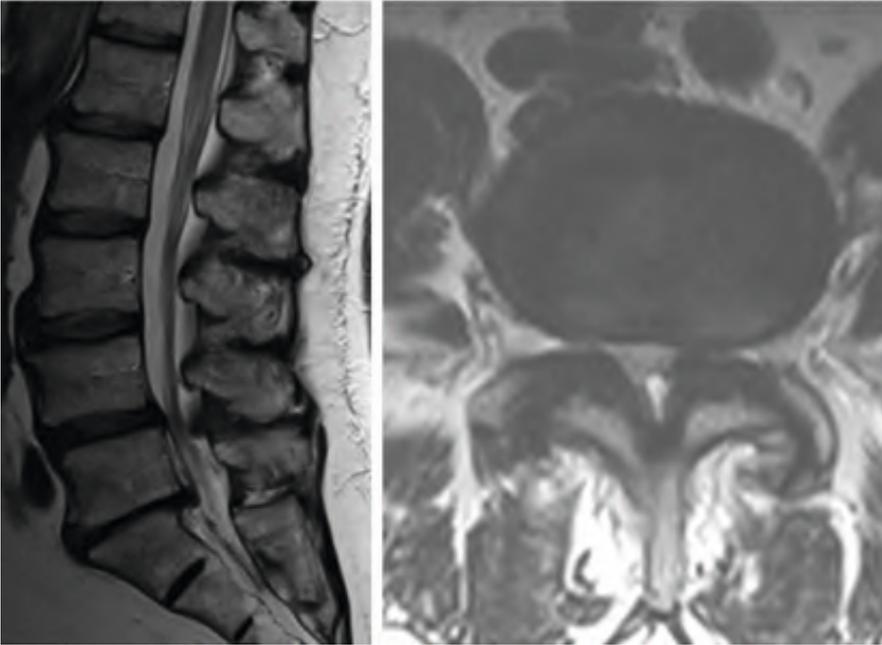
MRT-Schnittbildgebung bei einer absoluten Spinalkanalstenose im Segment L4/5
